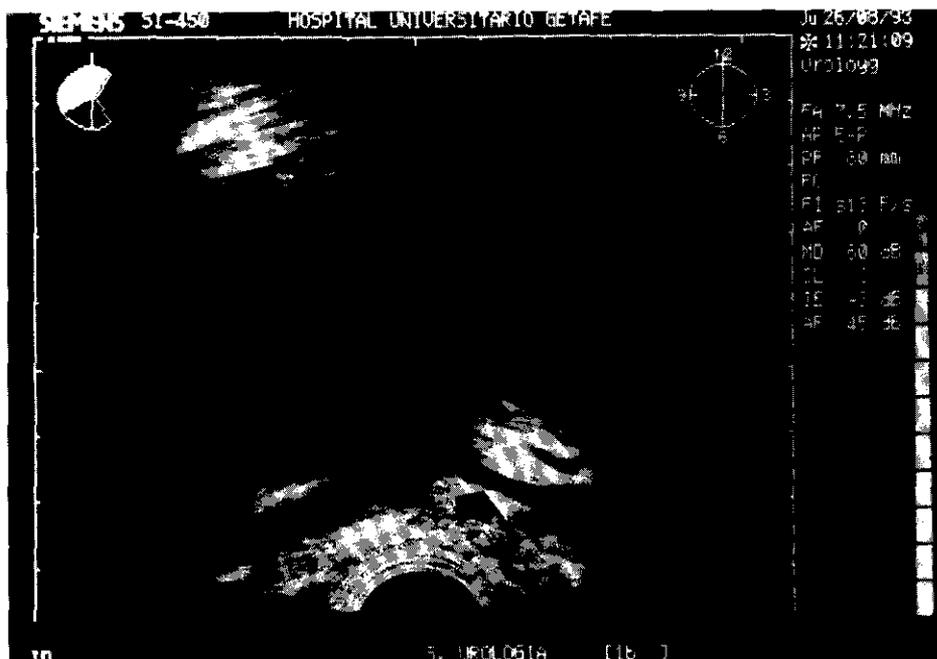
Ecografía transrectal. Sección longitudinal. La ecografía transrectal ofrece un estudio dinámico de la anastomosis vesíco-uretral en pacientes a los que se practica prostatectomía radical.
